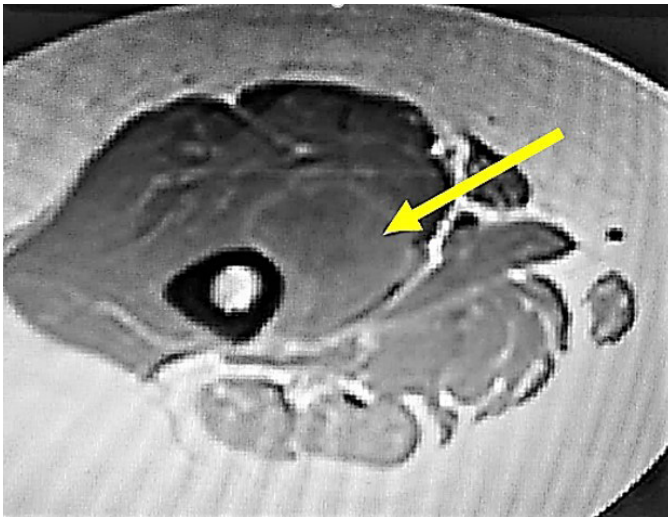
Corte axial de RMN del muslo derecho, donde se aprecia imagen isointensa en músculo vasto medial con captación del contraste periférico
